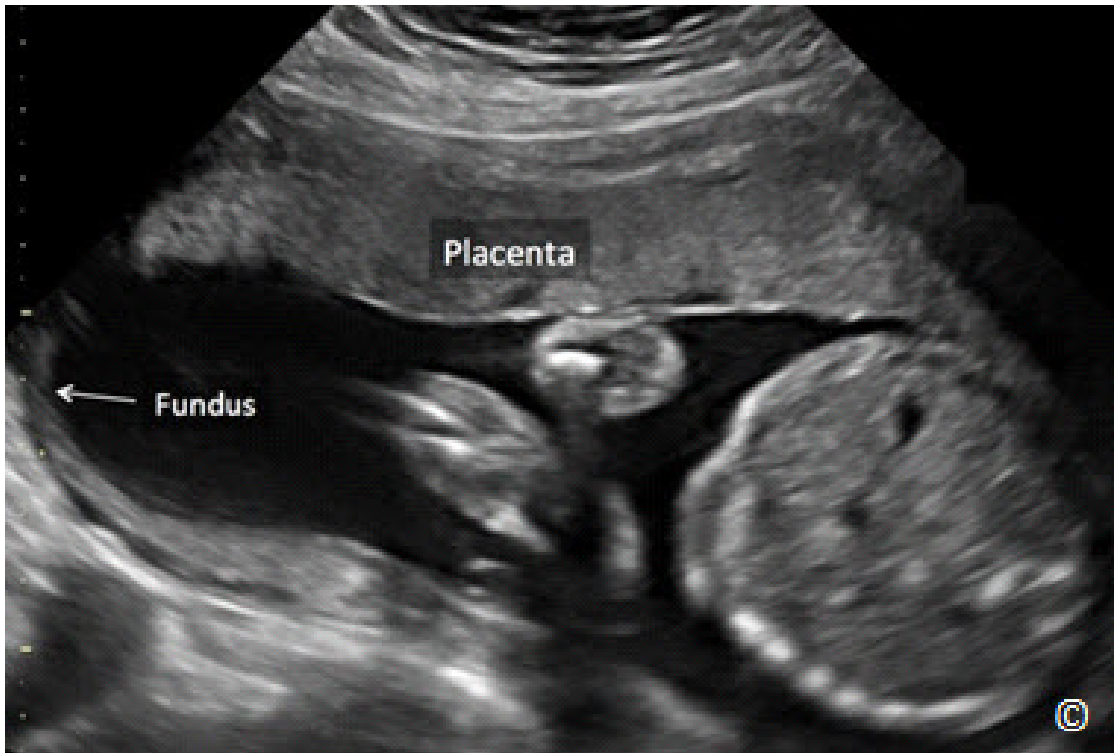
Ecografía transabdominal en orientación sagital durante el segundo trimestre que muestra una placenta normal anterior (rotulado). El fondo uterino está etiquetado para orientación de la imagen.
